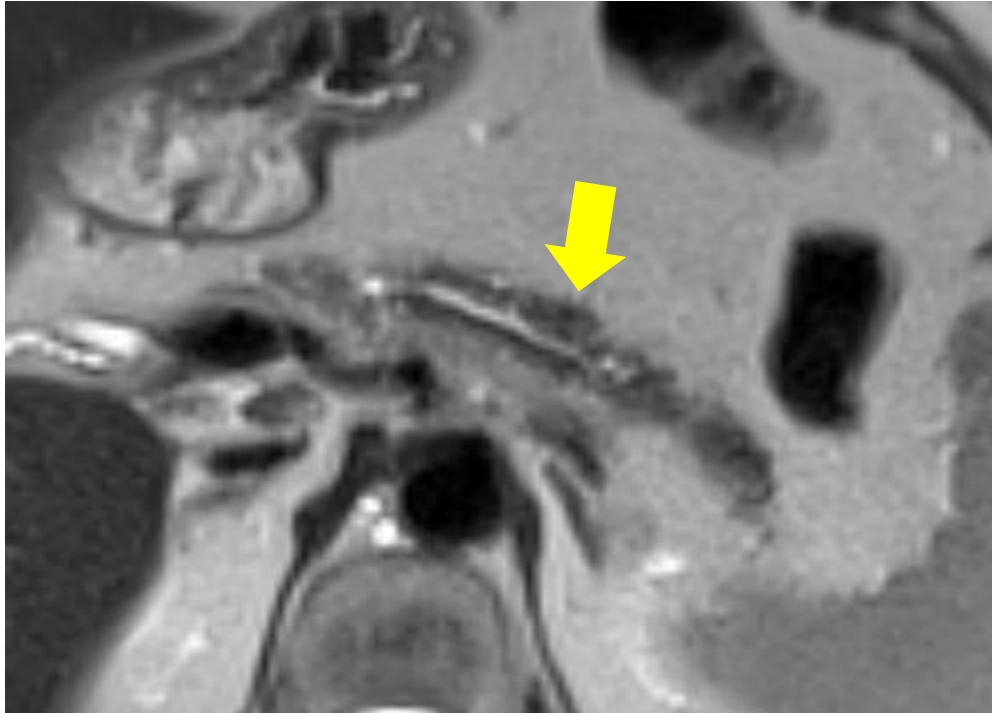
Imágenes de RM y TC que muestran atrofia del parénquima pancreático de cuerpo y cola.
